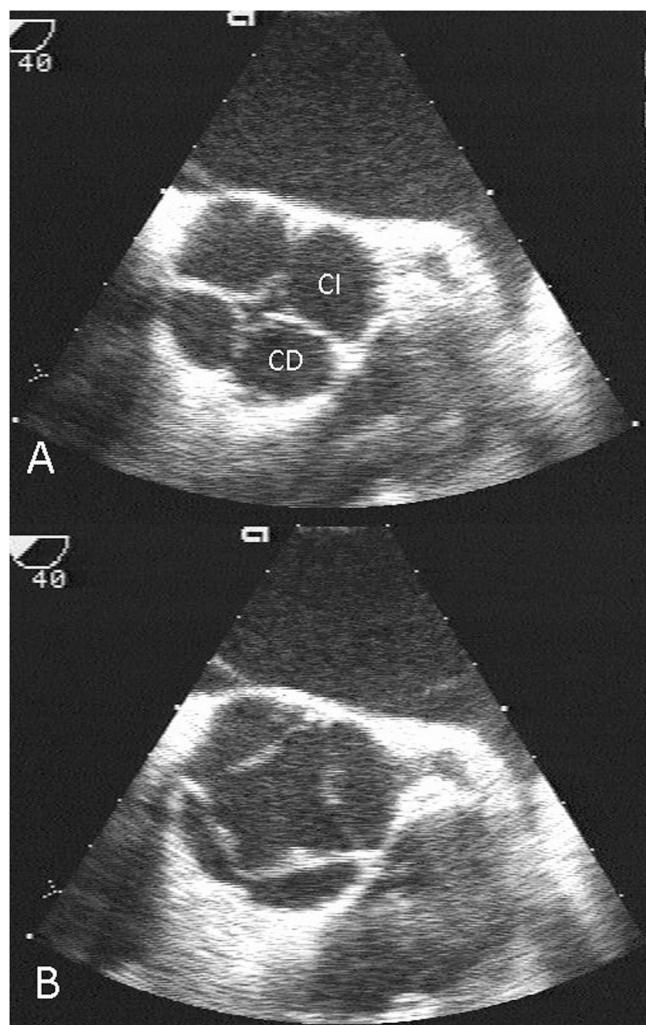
Ecocardiografía transesofágica de la válvula aórtica en eje corto. A) diástole; B) sístole. CD: seno coronario derecho; CI: seno coronario izquierdo.
